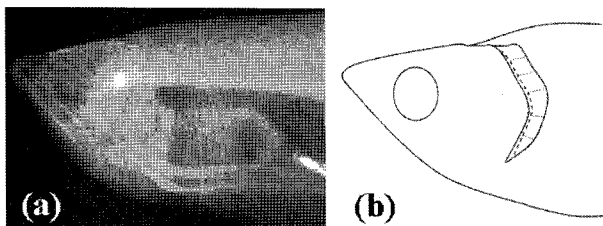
Radiograph of arowana (a). Showing cut line of gill cover cutting method (----) and fan-like incision method(· · · ·) (b).
